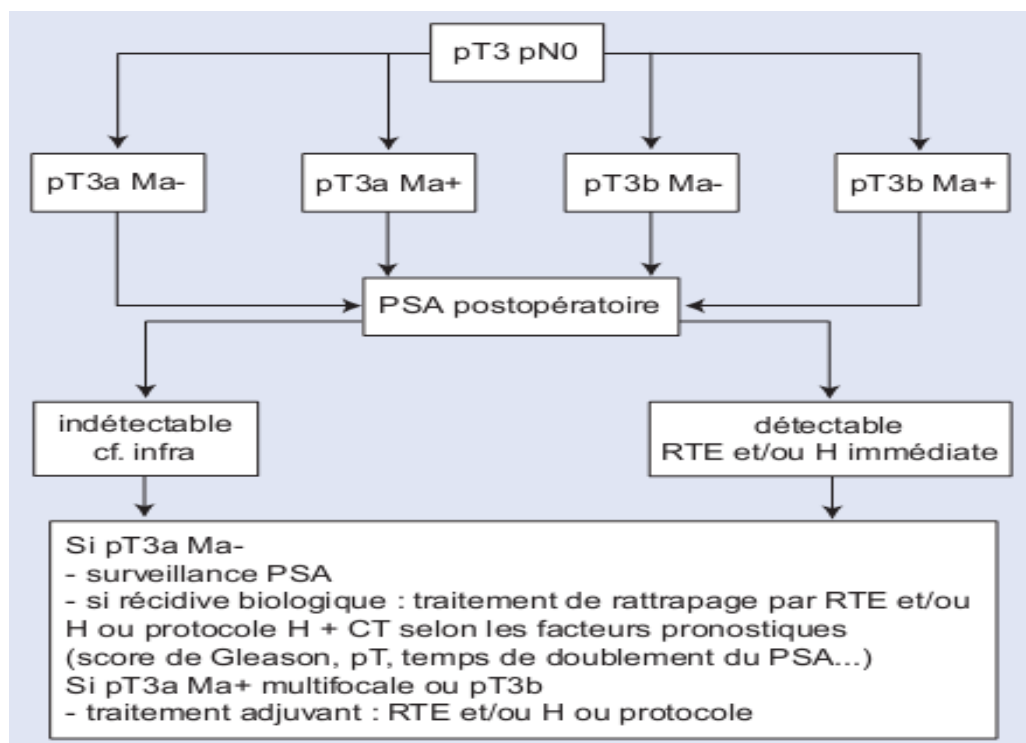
Arbre décisionnel. Prise en charge thérapeutique du cancer de la prostate de stade pT3 après prostatectomie totale. RTE : radiothérapie ; H : hormonothérapie ; CT : chimiothérapie systémique.
